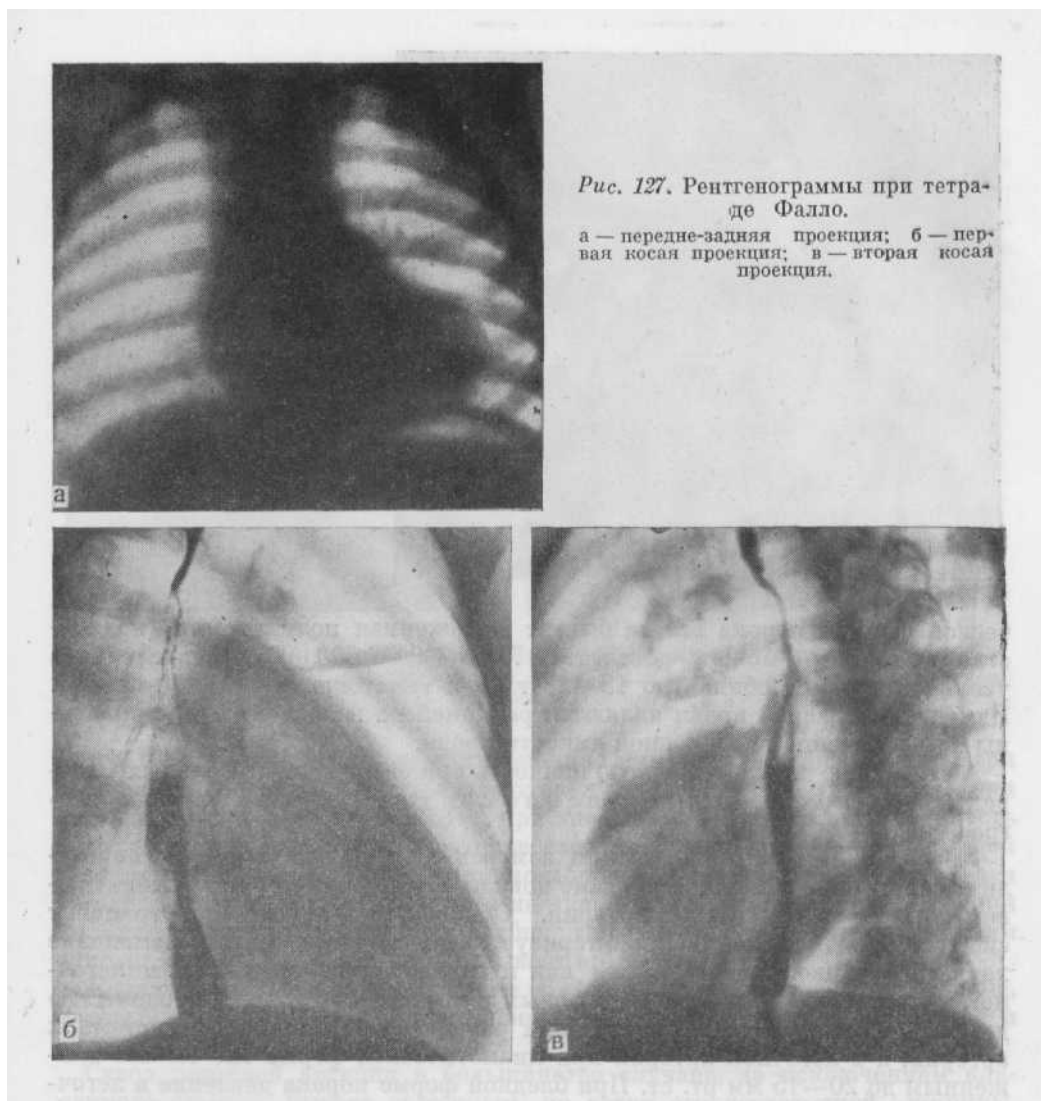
Рентгенограммы при тетраде Фалло.
